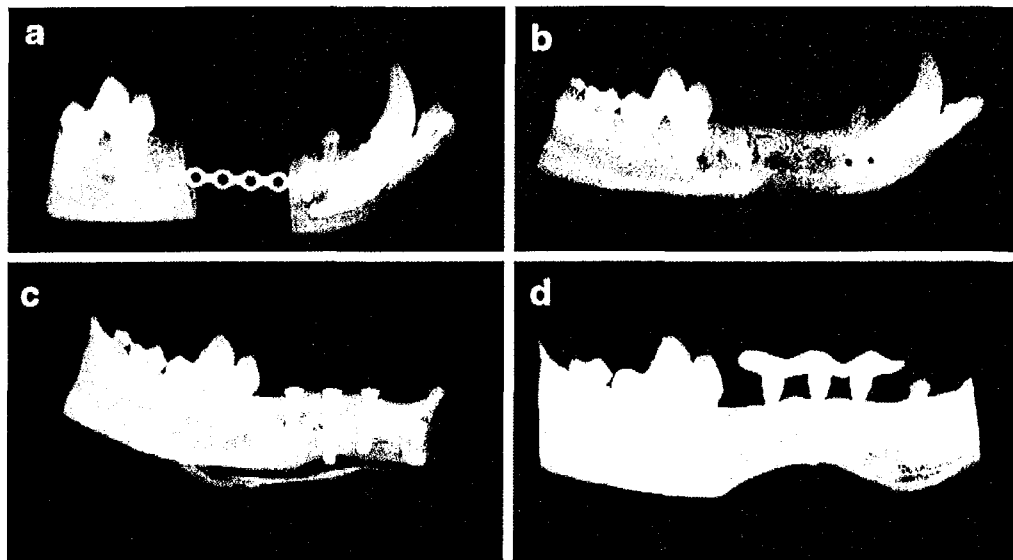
Radiographies de la zone opératoire.
